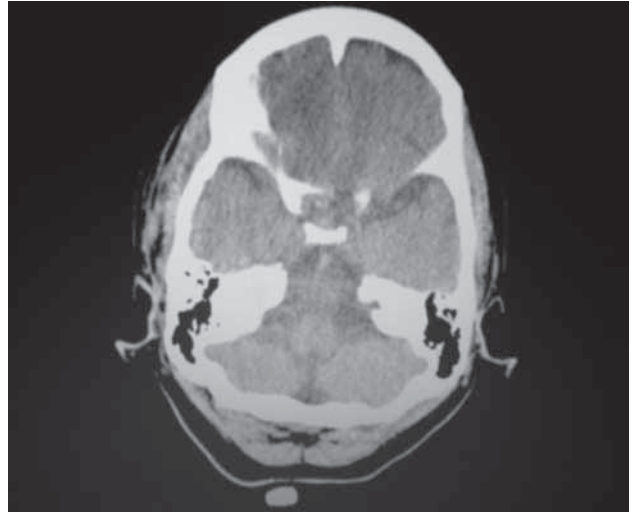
Tomografía axial computada de cráneo. Hipodensidad frontal bilateral, predominio derecho.
